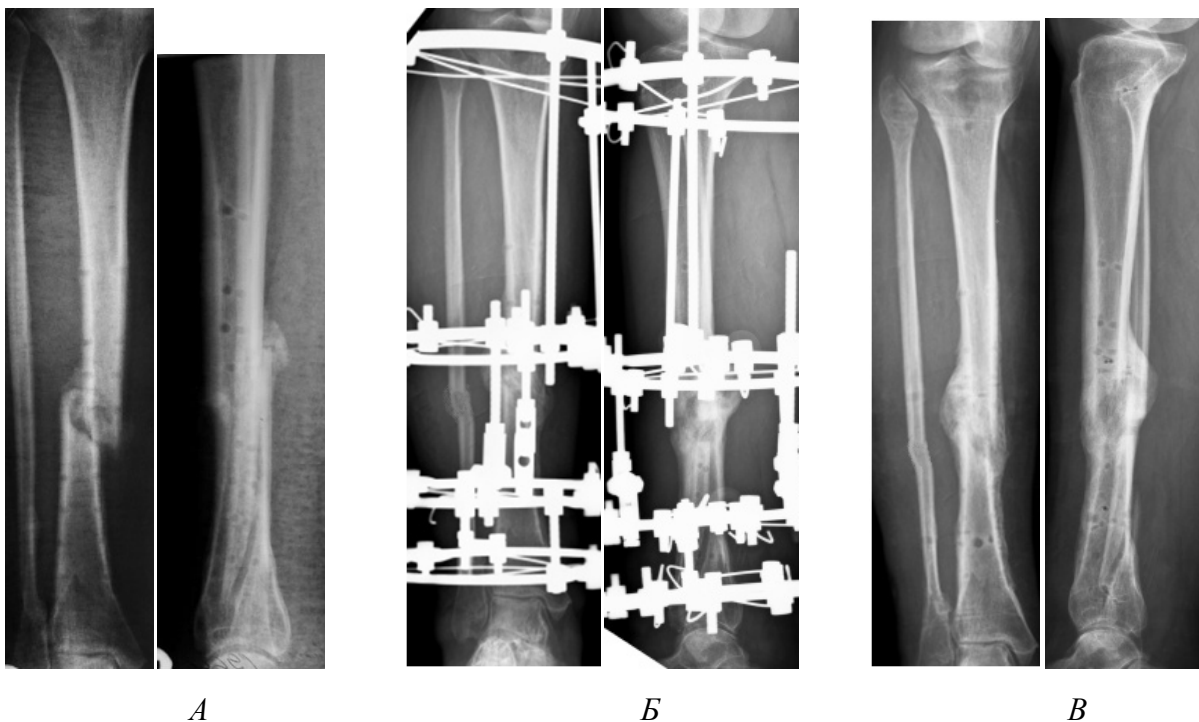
Пациентка О., 48 лет. А – рентгенограмма псевдоартроза диафиза большеберцовой кости, неправильно сросшегося перелома малоберцовой кости.
